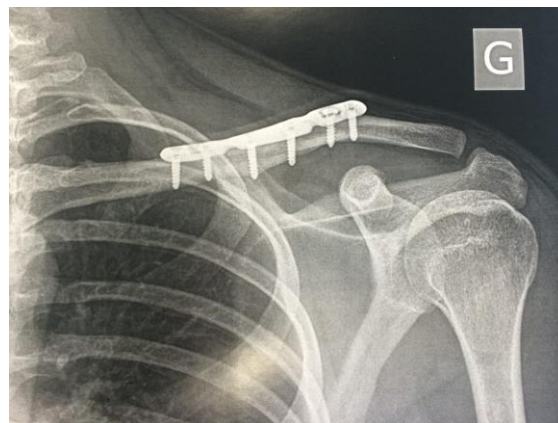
Image radiographique montrant une consolidation osseuse après ostéosynthèse par plaque S
